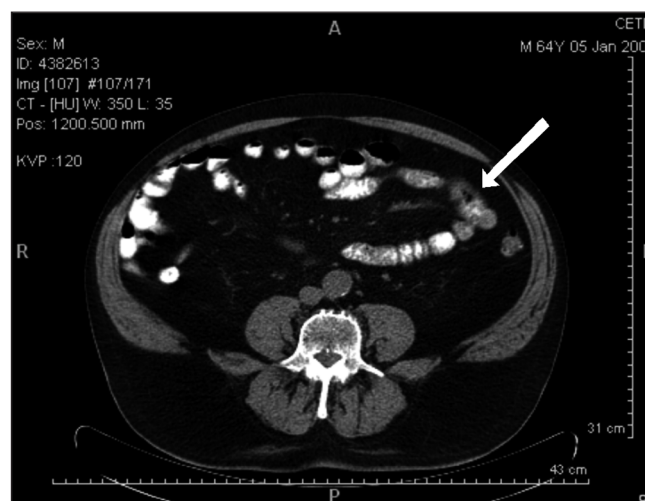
Imagen de TC en la que se muestra un engrosamiento de las paredes de yeyuno que corresponden a la metástasis intestinal (flecha).
